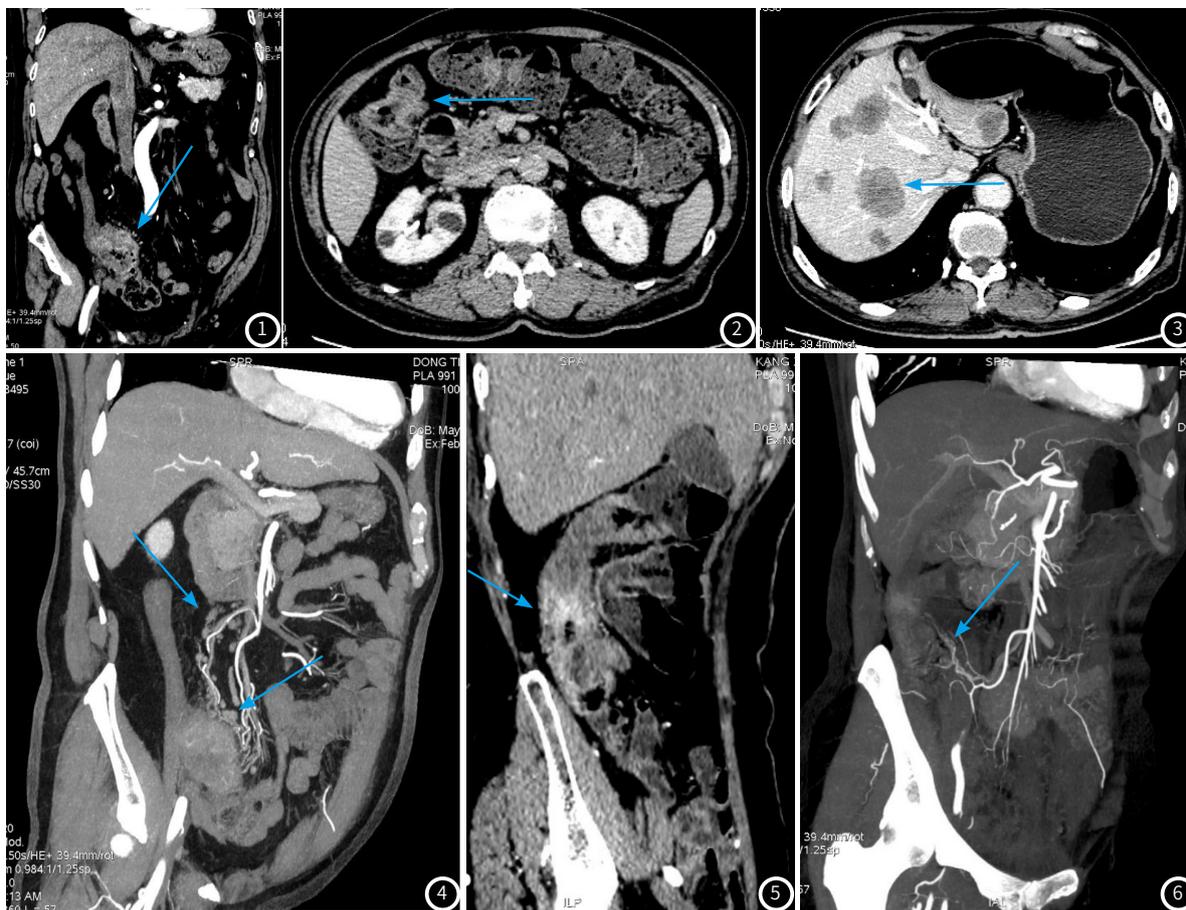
升结肠癌, CT增强动脉期可见升结肠壁增厚, 肠腔狭窄, 不均匀强化。图像后处理MPR冠状位显示病变周围脂肪密度增高, 筋膜增厚(箭头)。
